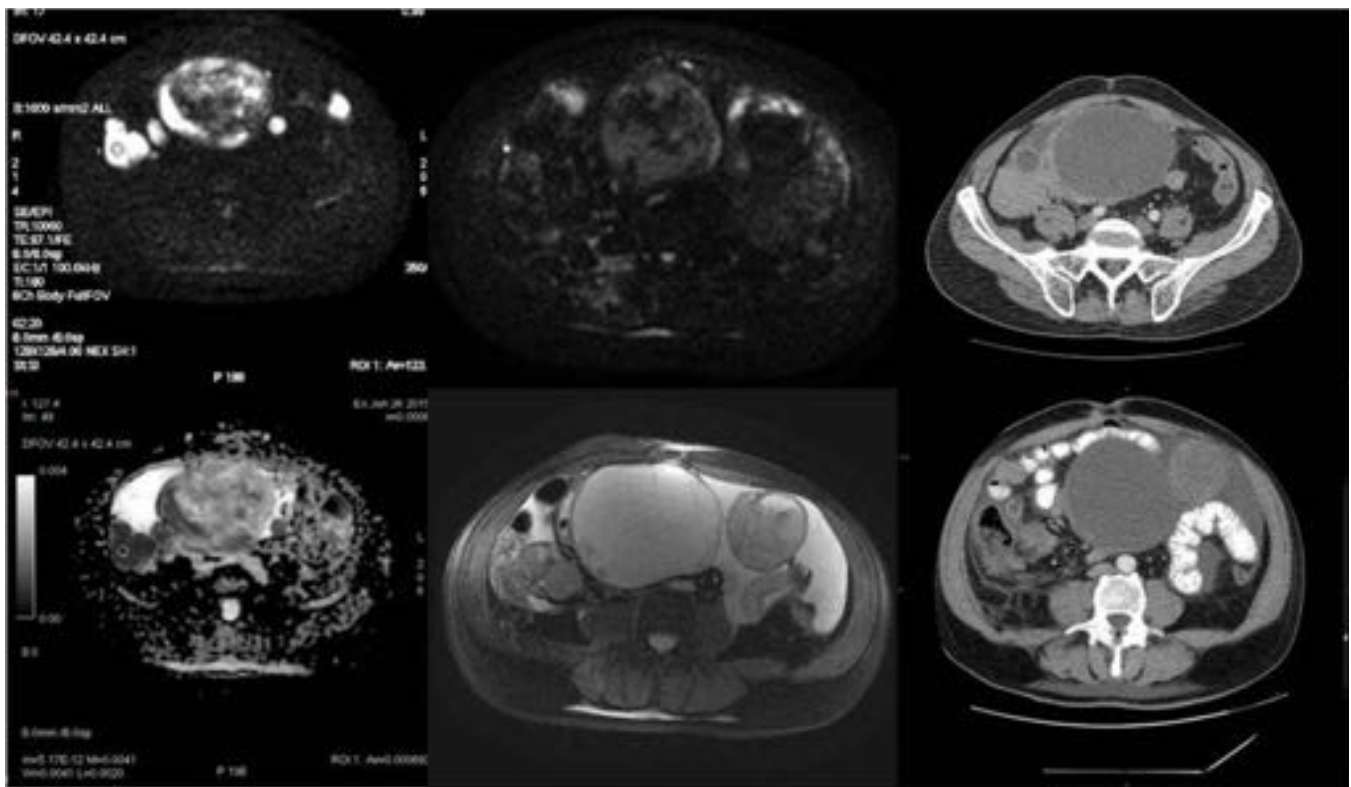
Metástasis peritoneales de TM GIST con signos de actividad (a y b) que tras tratamiento médico de 2 semanas mejora disminuyendo las áreas de restricción en Difusión (c- DWI y d- FIESTA) , a pesar de aumentar el tamaño de las lesiones, pero muestran disminución de la densidad en el TC (e y f) .
